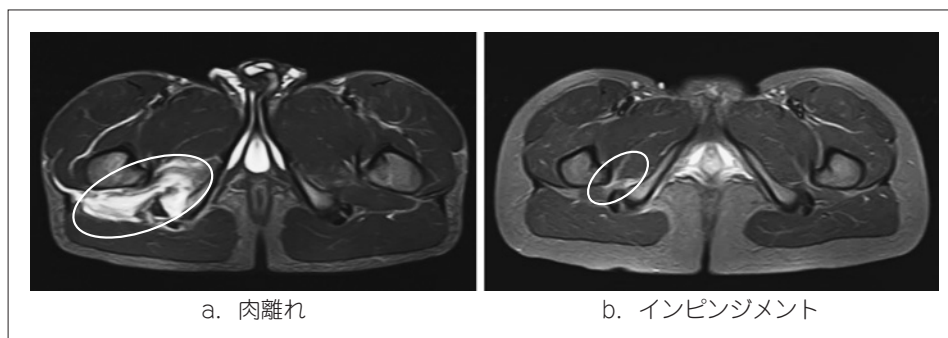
MRIによる大腿方形筋の肉離れとインピンジメントの所見
